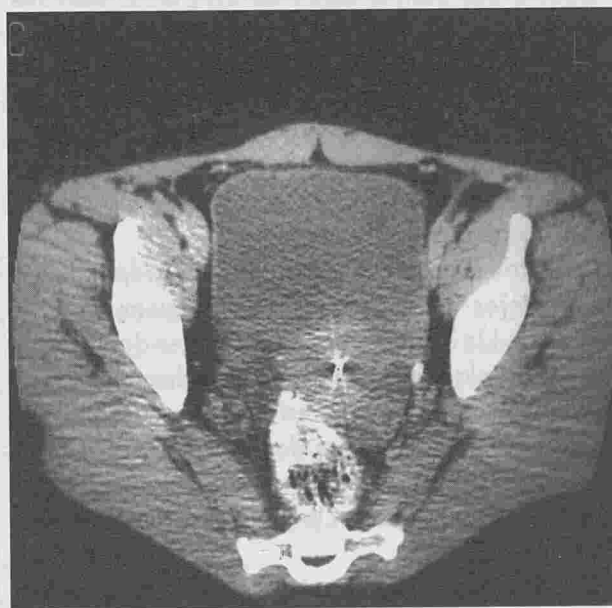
TDM pelvien : rapport de la tumeur
